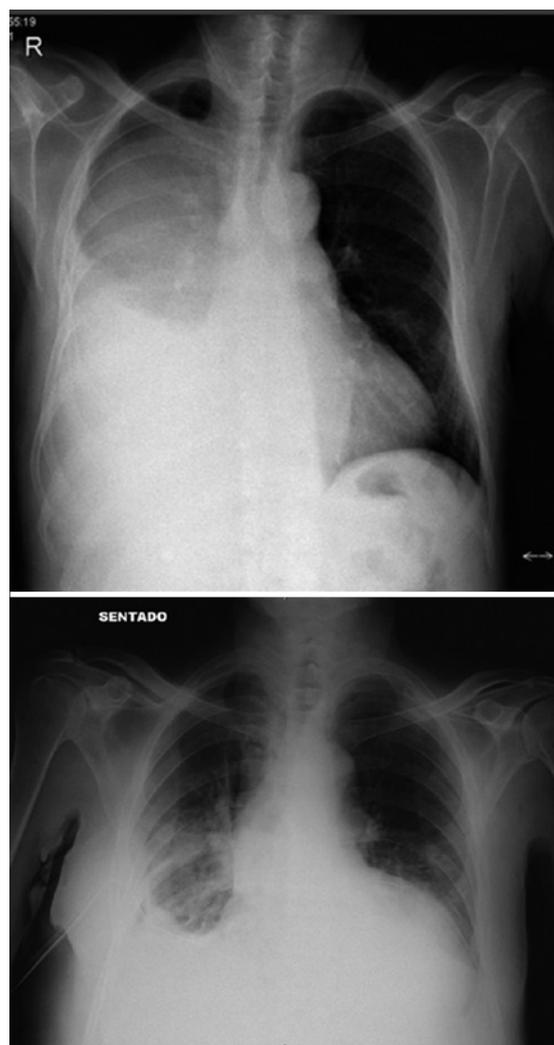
Radiografia do tórax de entrada e após drenagem.
